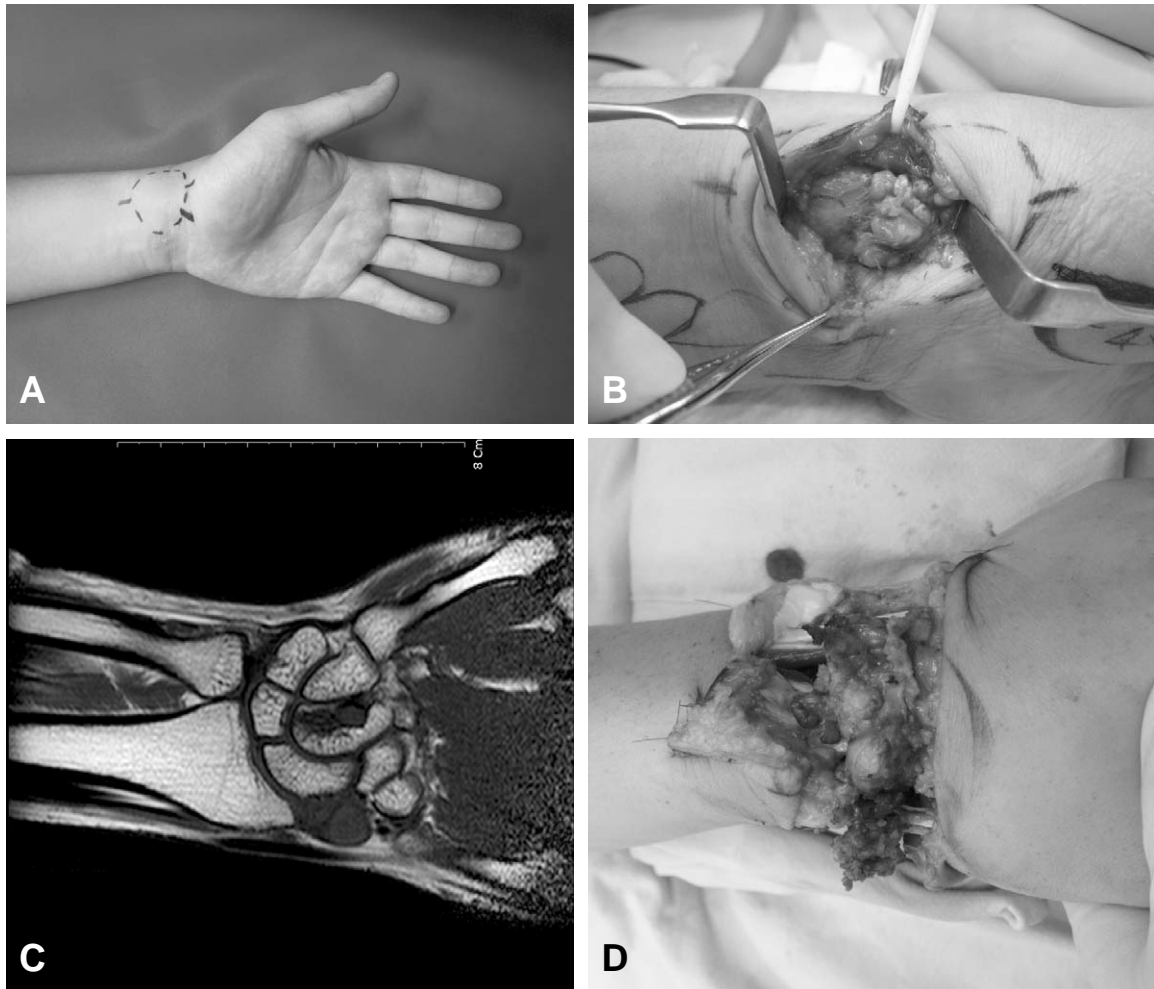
(A) Preoperative photo shows mass on the wrist. Mass is indicated with black spot. (B) Intraoperative photo shows mass involving radial artery and nerve. (C) Preoperative MRI shows mass invades into carpal bones. (D) Intraoperative photo shows recurrent huge mass on the wrist involving radial artery and nerve.
